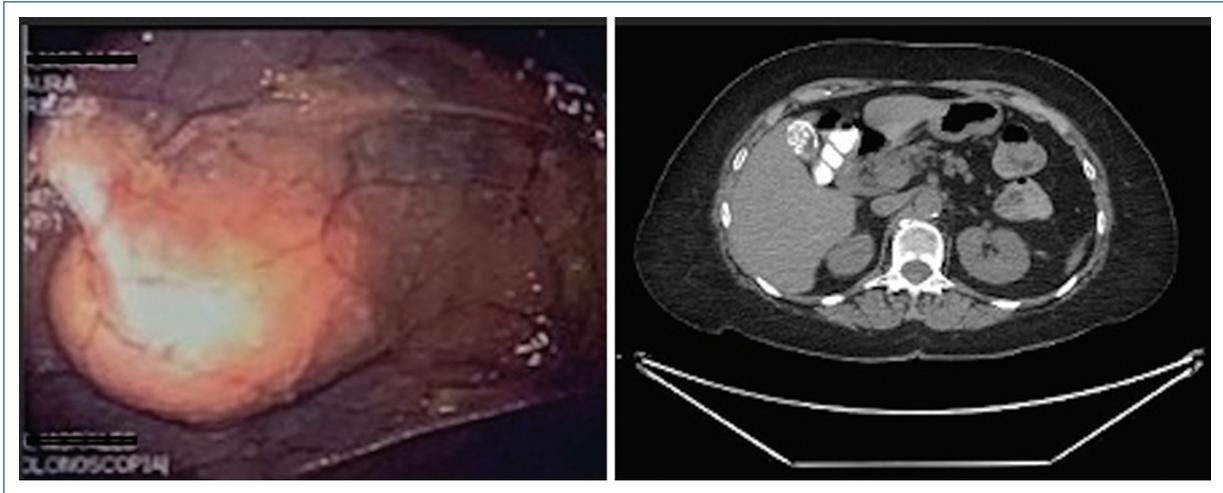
Masa submucosa en ángulo hepático y en tomografía computarizada con vesícula en porcelana que impronta en el ángulo hepático.
